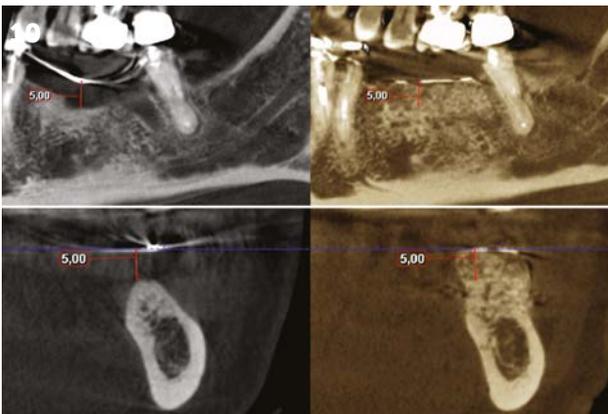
Superposition des cone beam préopératoires et après cicatrisation : une régénération de 100 % du défaut soit 5 mm a été obtenue.
